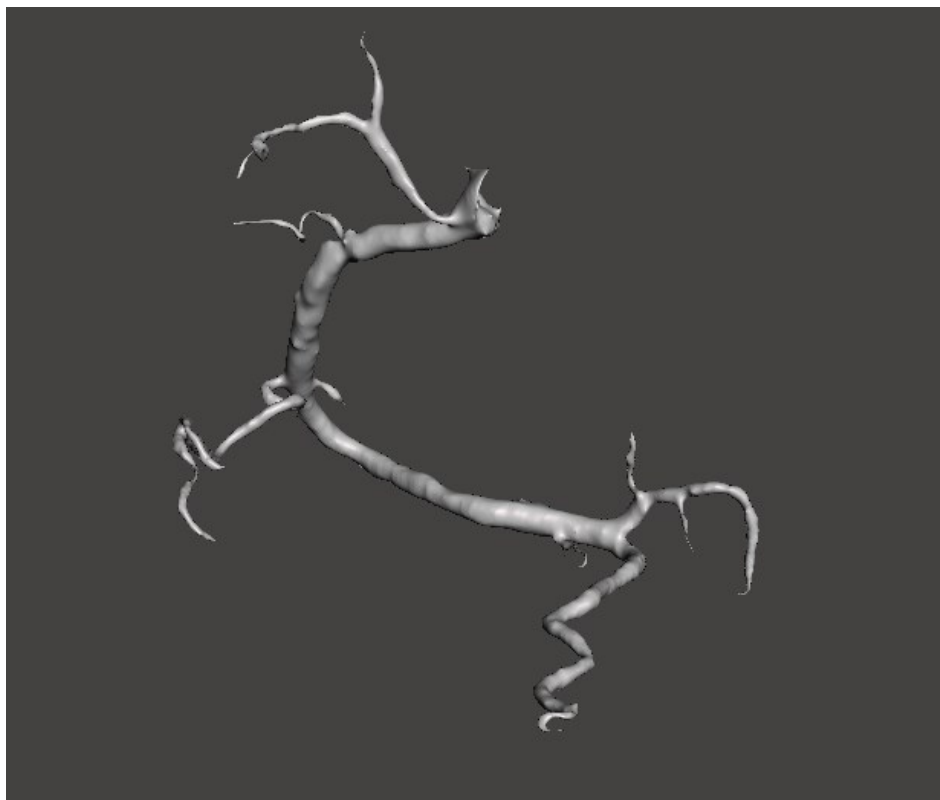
Προσδιορισμός της RCA πάνω στις CT όψεις.
